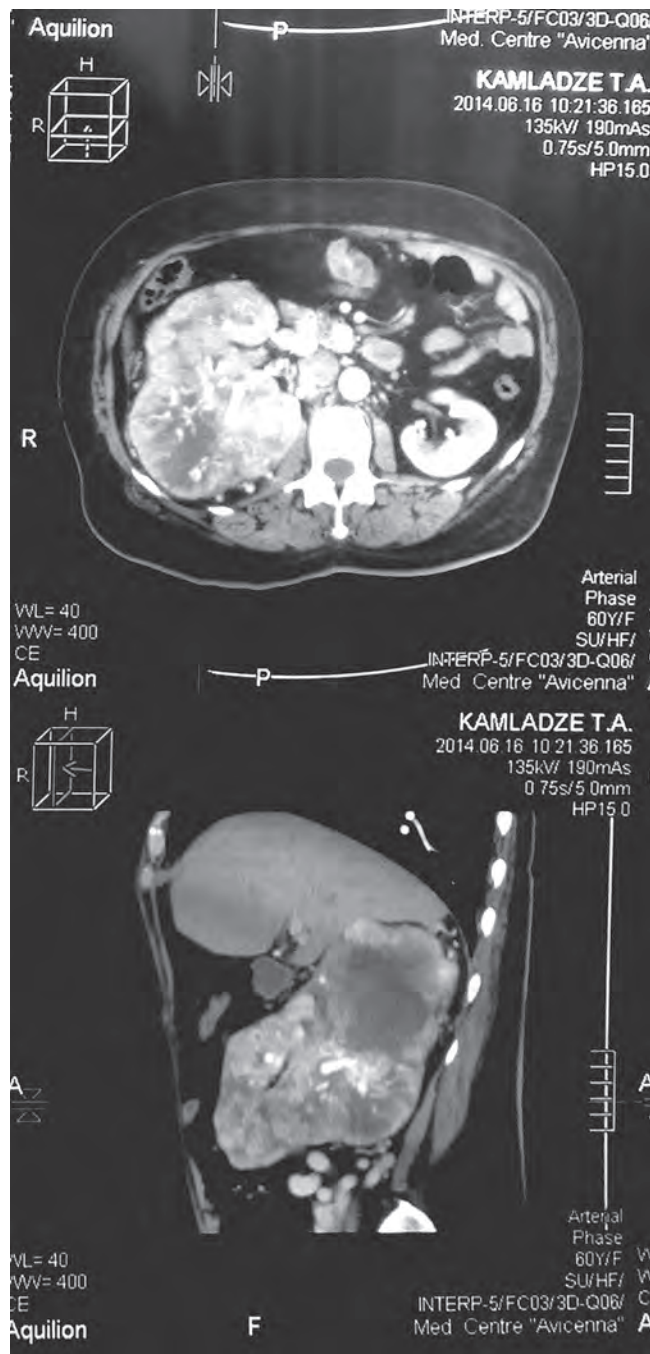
Больная К. МСКТ: опухоль правой почки
